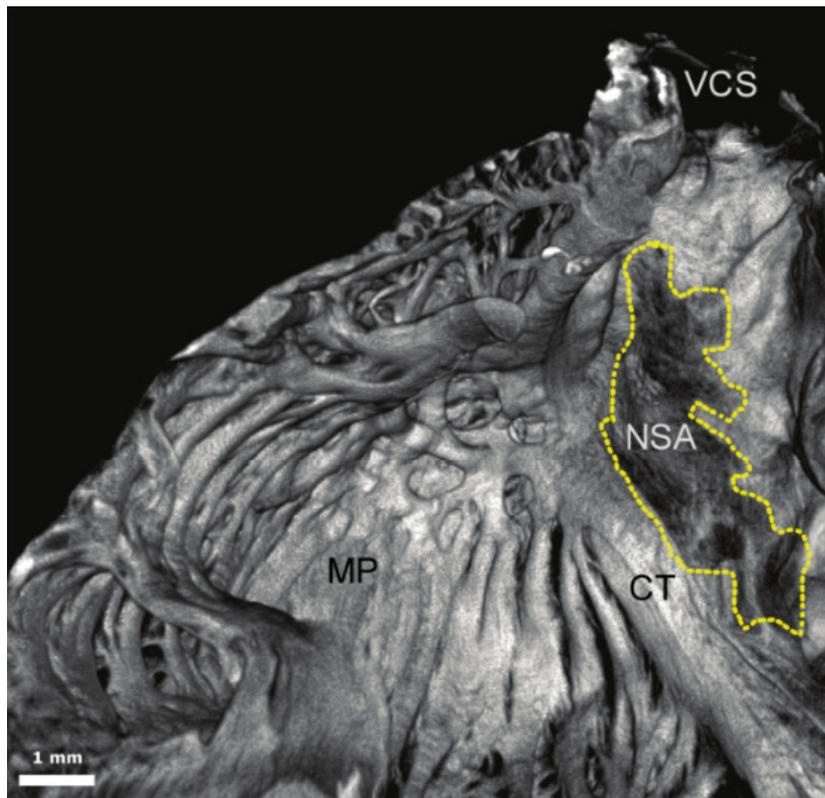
El nodo sinusal delimitado en su posición y extensión real. Imagen tridimensional reconstruida en animales, a partir de múltiples cortes transversales de la pared libre de la aurícula derecha, mediante microTC. NSA: nodo sinusal, VCS: vena cava superior, VCI: vena cava inferior, CT: crista terminalis, MP: músculo pectíneo. Fuente: Stephenson RS, Boyett MR, Hart G, Nikolaidou T, Cai X, Corno AF *et al.* "Contrast Enhanced Micro-Computed Tomography Resolves the 3-Dimensional Morphology of the Cardiac Conduction System in Mammalian Hearts". *PLoS ONE* 7(4): e35299.
